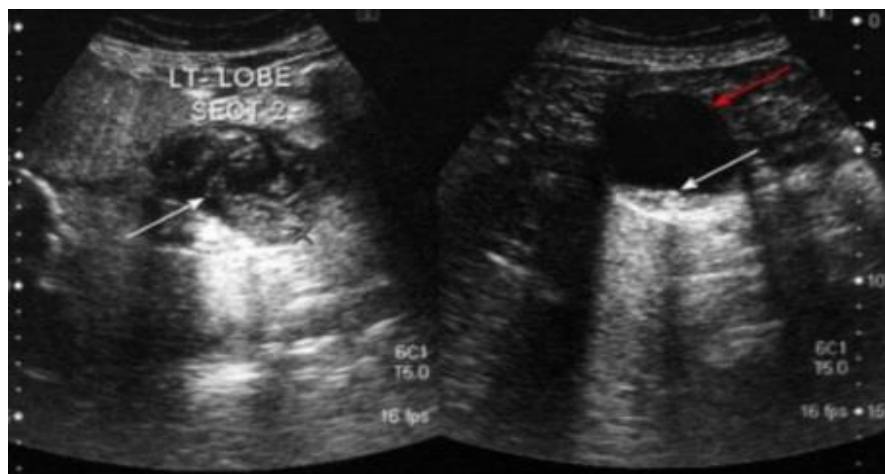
Image d'échographie abdominale montrant deux kystes hydatiques ; le premier à droite (image flèche rouge-image droite) apparaît comme une masse anéchogène avec du sable hydatique (type CE1) (image flèche blanche-image droite) ; tandis que dans la seconde (à gauche) ; la membrane de l'endocyste détachée et repliée est évidente (type CE3) (flèche blanche-image gauche) [41].
